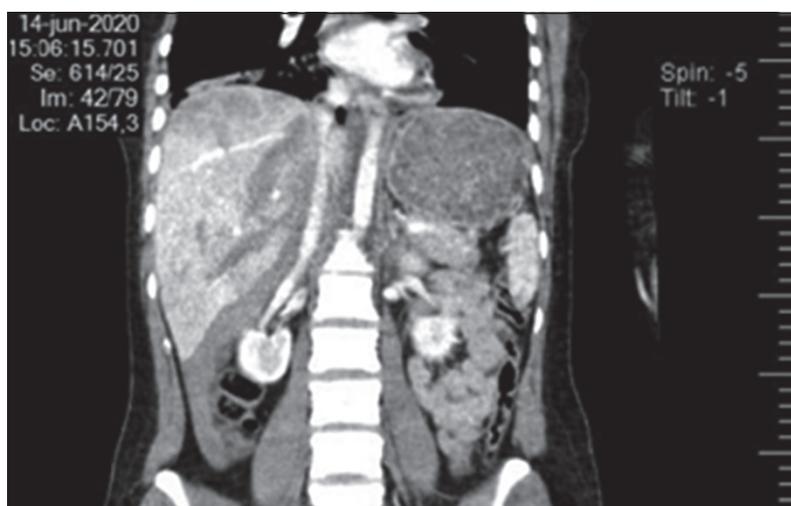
Tomografía computada, corte coronal. Con hematoma perihepático.
